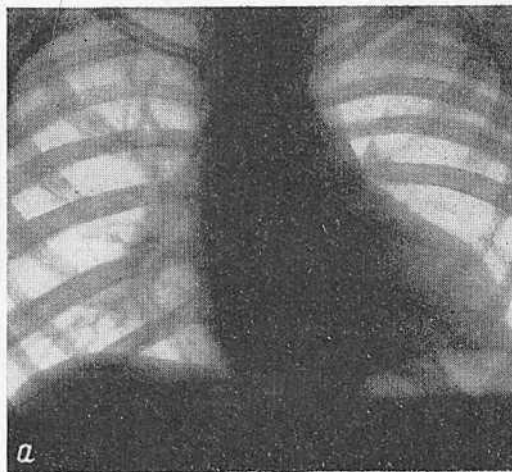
Рентгенограмма грудной клетки ребенка 5 лет 6 месяцев в передней проекции (а) и через год (б).
